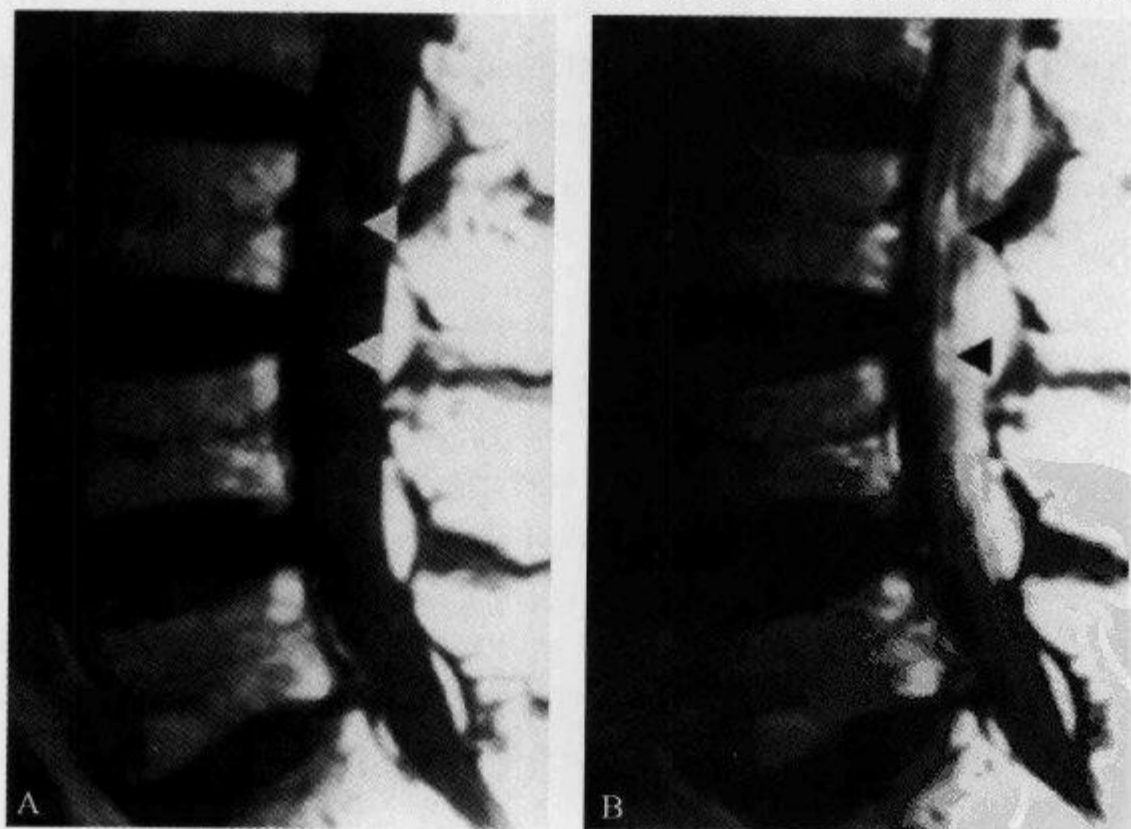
黑色素瘤软脑膜转移患者,增强 MRI 示“糖衣征”
